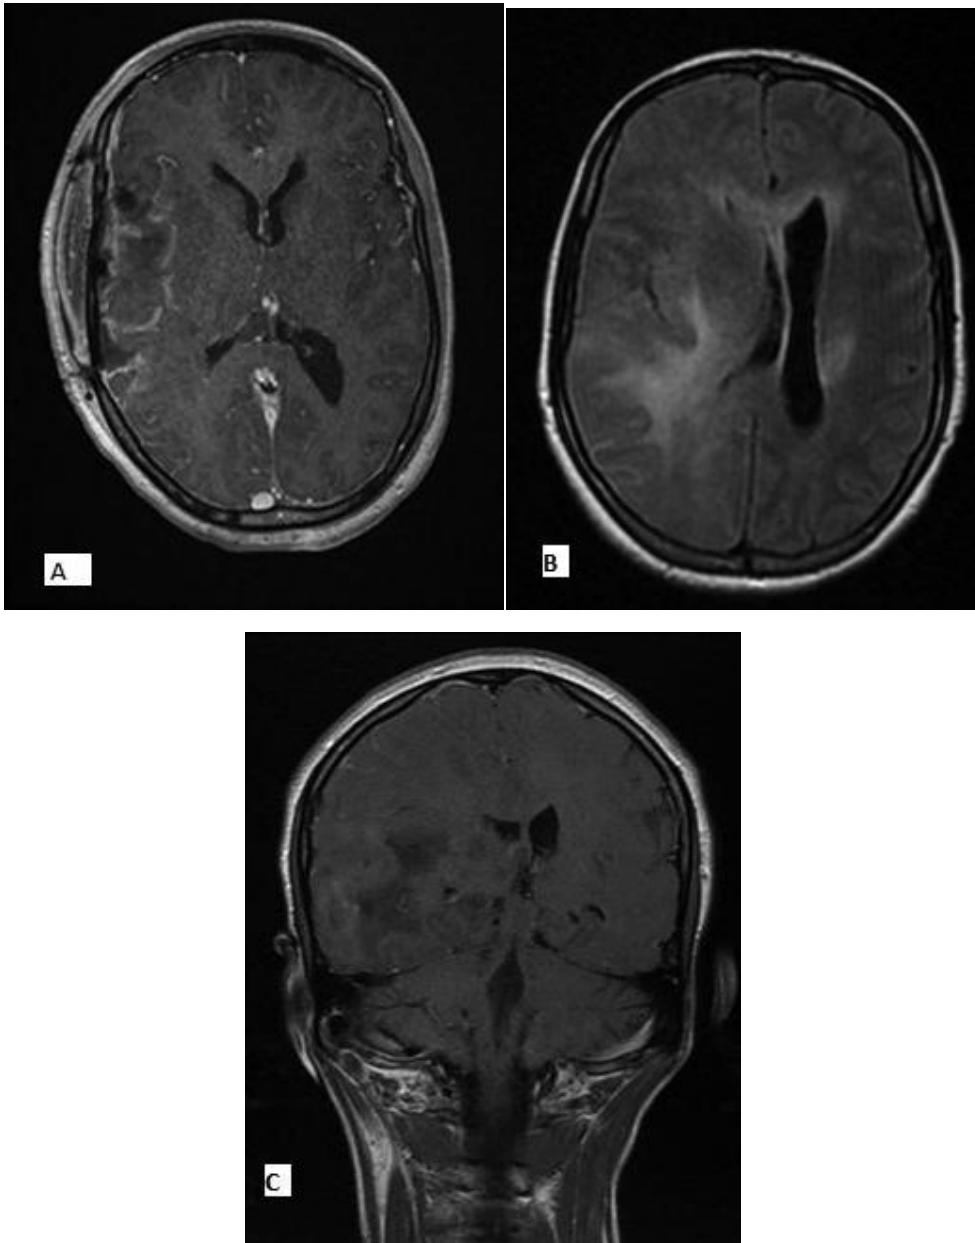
IRM cérébrale en coupes axiales T1 avec Gadolinium (A), Flair (B) et coupe coronale montrant un gliome temporal droit, infiltrant, de haut grade.
